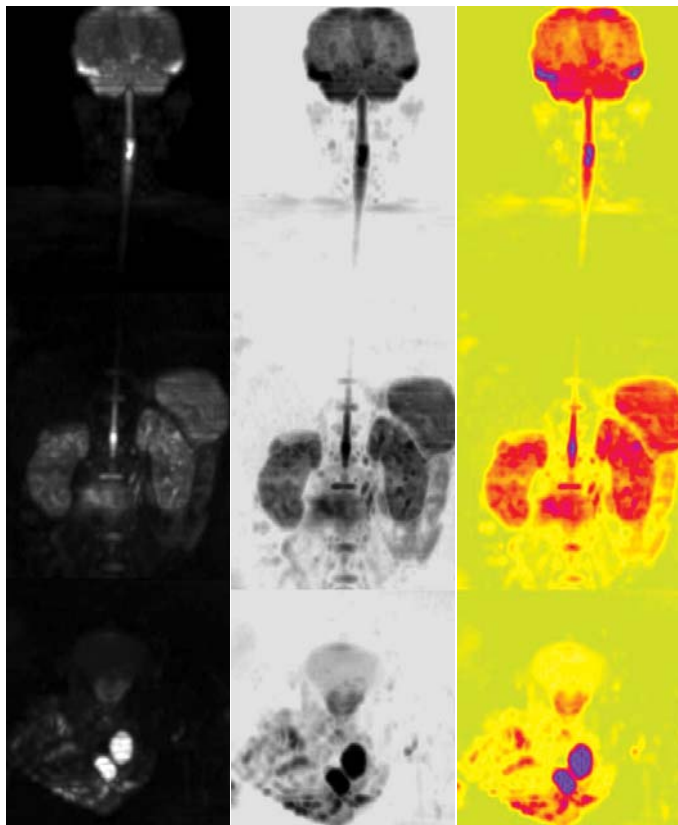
Фрагменты ADC-вычисленных (из DWI) изображений. Объяснения в тексте.
